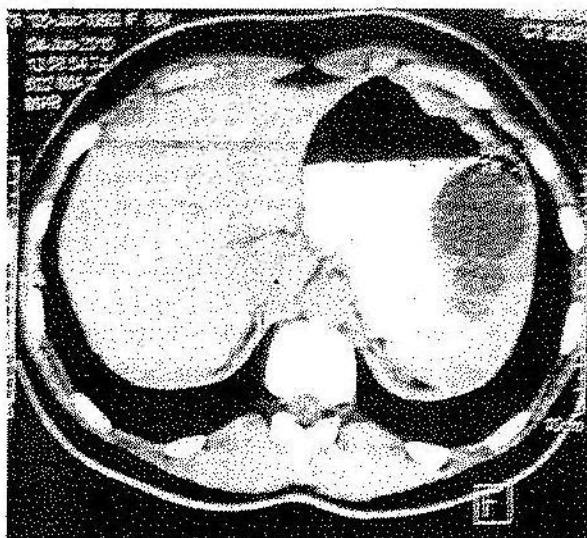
Tomografie computerizată: formațiuni chistice multiple ale splinei
